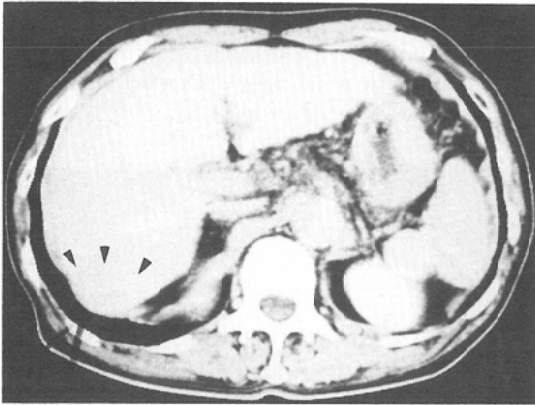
Enhanced CT shows an isodensity mass in the liver. (arrow head)
